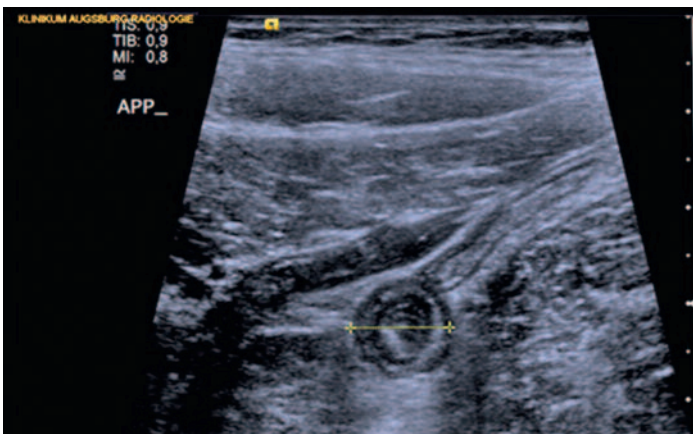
Sonografisches Bild der akuten Appendizitis im Querschnitt
